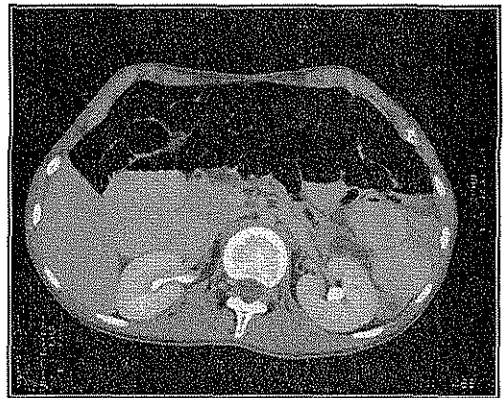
Tomografía abdominal de paciente con Síndrome MNGIE, en donde se identifica gran dilatación de asas intestinales producida por pseudoobstrucción intestinal crónica.
